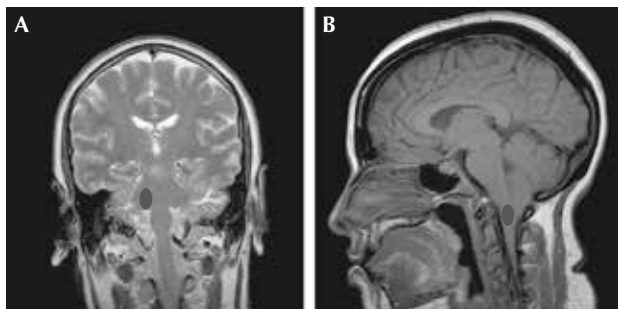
Emplazamiento anatómico de la SGP en la protuberancia del tronco del encéfalo en una resonancia cerebral: corte coronal (A) y corte sagital (B).
